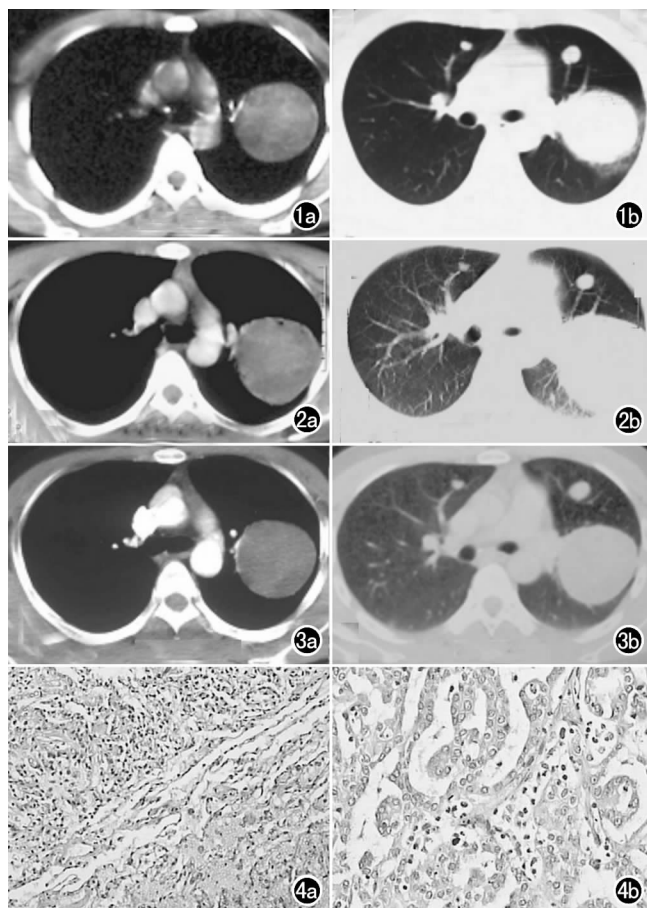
伤后7h,左肺动脉上缘水平,CT平扫。a)纵隔窗,示左肺上叶尖后段类圆形大肿块,密度不均,以高密度为主;b)肺窗,示左肺上叶尖后段大肿块,其外侧及后部肺组织可见毛玻璃样改变,双肺上叶前段见2个软组织密度小结节。
